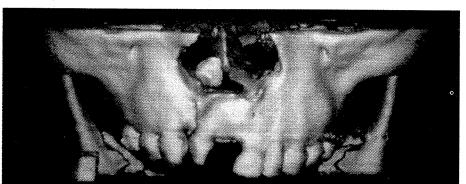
TC em reconstrução 3D
